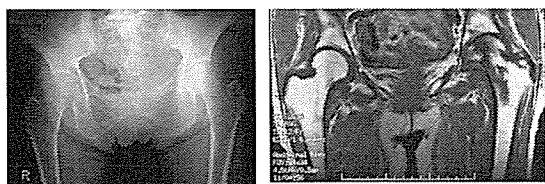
症例 4 単純X線像及び MRI T1 強調像
